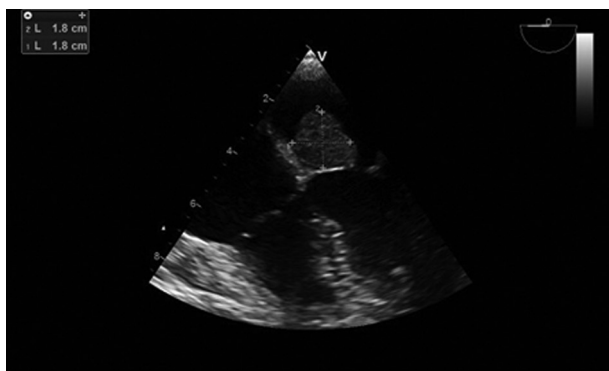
Ecocardiograma transesofágico a 0 grados que muestra imagen hiperecoica en aurícula izquierda de 1,8 cm × 1,8 cm en contacto con septum interauricular por debajo de la fosa oval y en íntima relación con valva anterior mitral.
